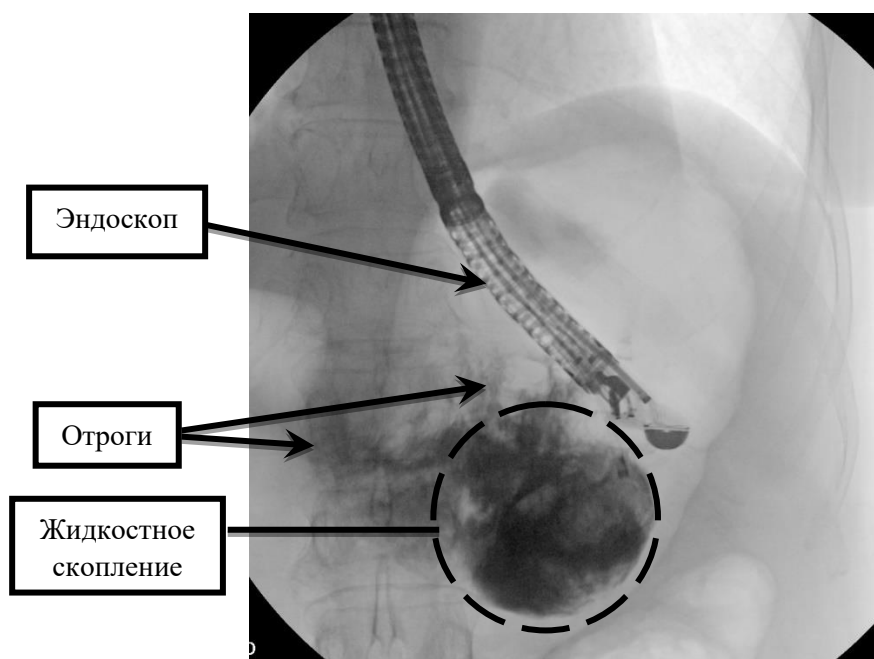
Рентгенограмма. Контрастирование жидкостного скопления
